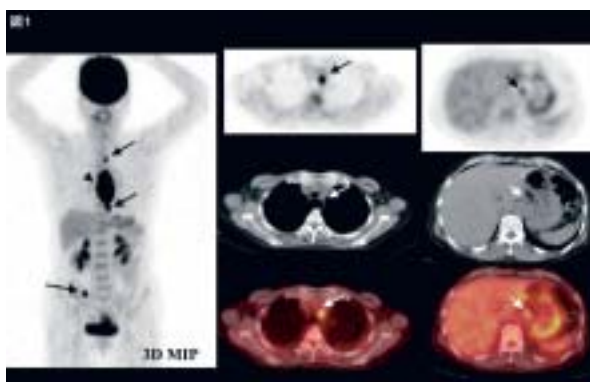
F-18 FDG PET/CTによる食道癌の転移リンパ節 (LN; lymph node) の描出
